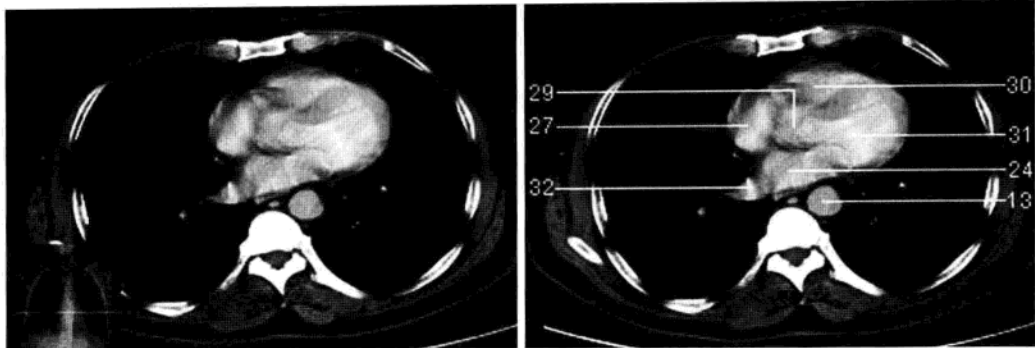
左心房下部层面 (增强 CT 图像)
